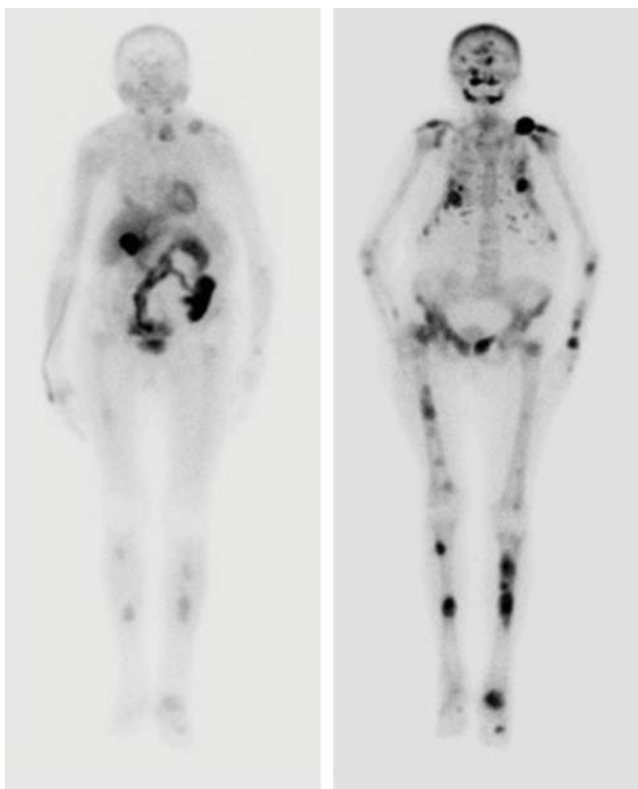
Результаты лучевой диагностики пациента с атипической аденомой ОЩЖ: слева – сцинтиграфия ОЩЖ с технецием-технетрилом; справа – остеосцинтиграфия в режиме “все тело”.
